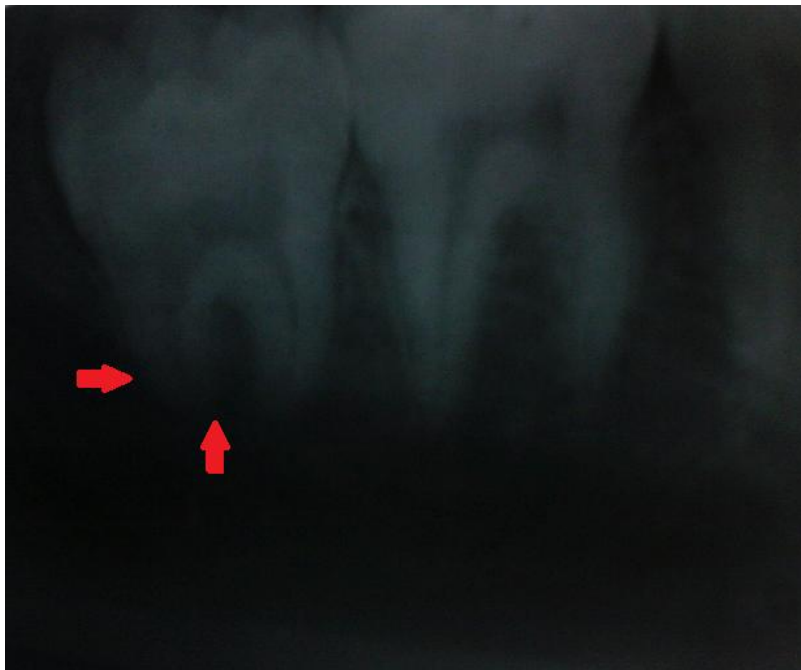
Imagem de uma radiografia periapical na qual a relação entre as raízes do dente 48 e o canal dentário é de difícil visualização
